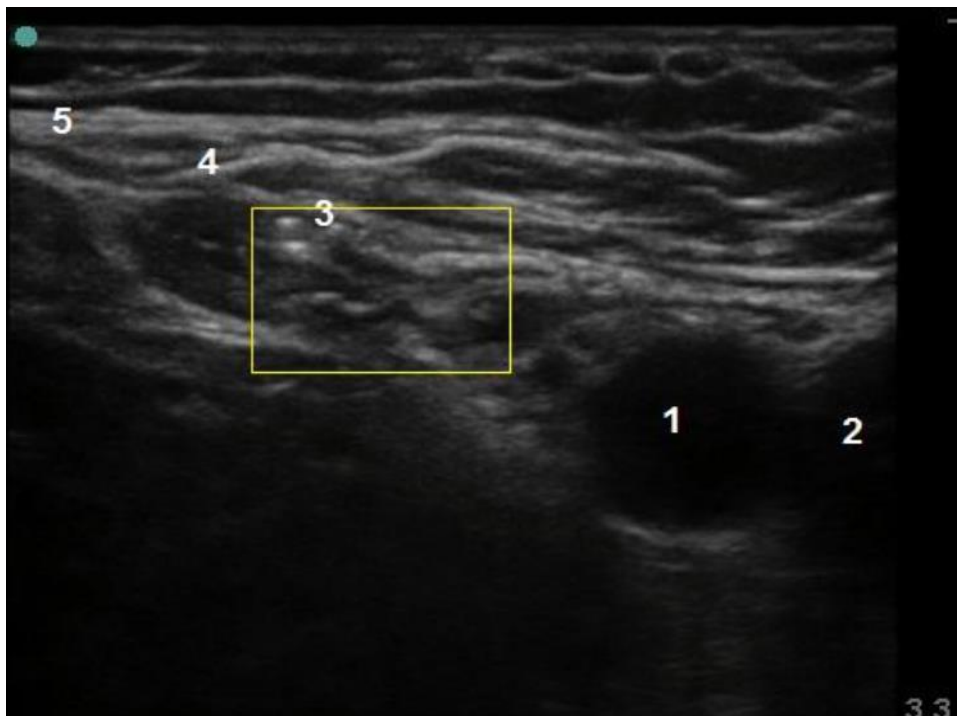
Sonographische Darstellung *N. femoralis* (gelb umrandet, 1: *A. femoralis*, 2: *V. femoralis*) (aus: Ocken 2011 S. 26), mit freundlicher Genehmigung M. Ocken
